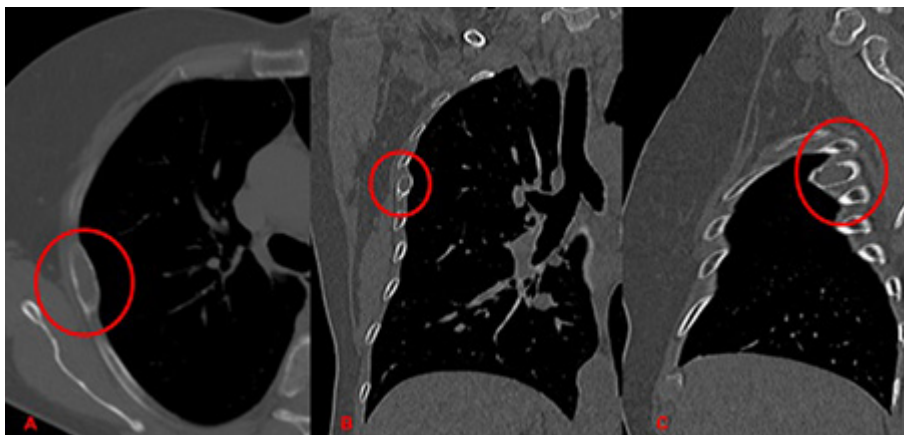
Tomografía computarizada que muestra lesión lítica en sector medio del quinto arco costal derecho. A. Corte axial. B. Corte coronal. C. Corte sagital.
